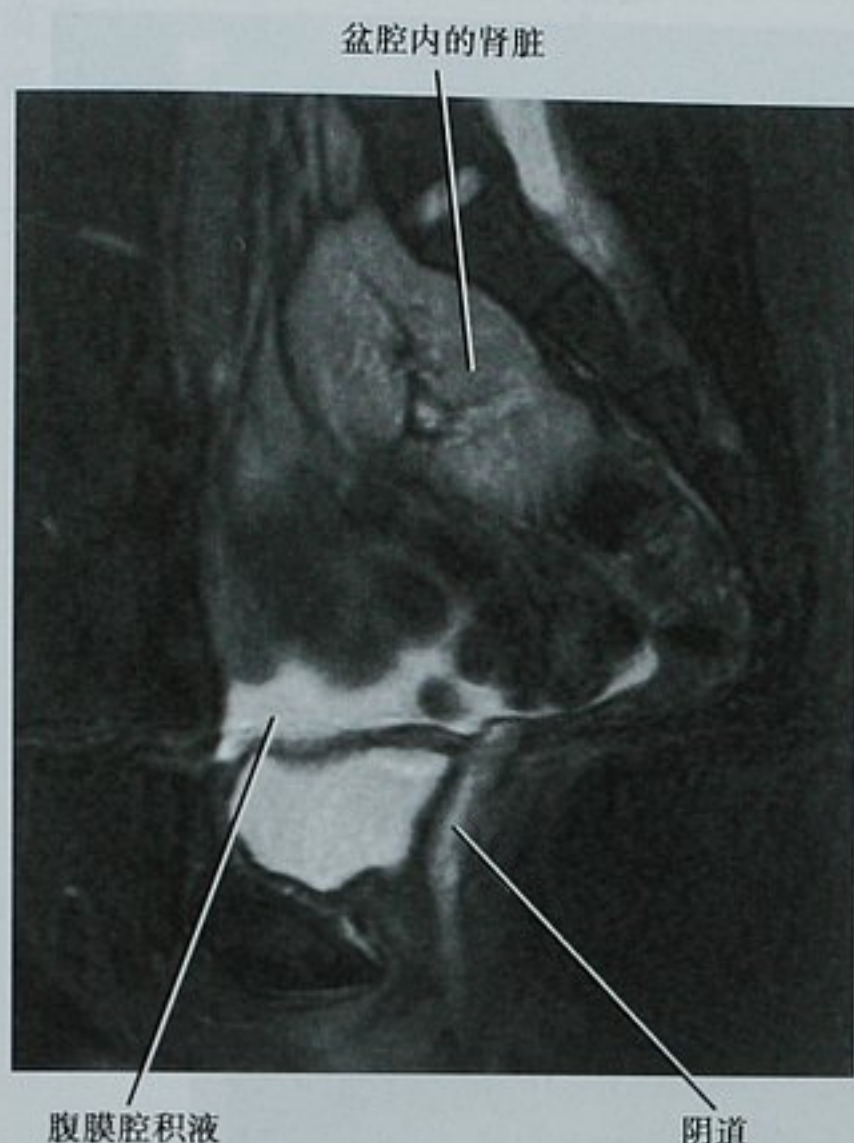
子宫不发育(第 I 类畸形)的 MRI 图像。矢状位 T2WI 图像显示阴道存在但无子宫。卵巢存在(未显示)并可能是引起腹膜腔积液的原因。一肾脏位于盆腔内,它提醒苗勒管畸形常伴有泌尿生殖系统及骨骼肌系统的其他畸形
